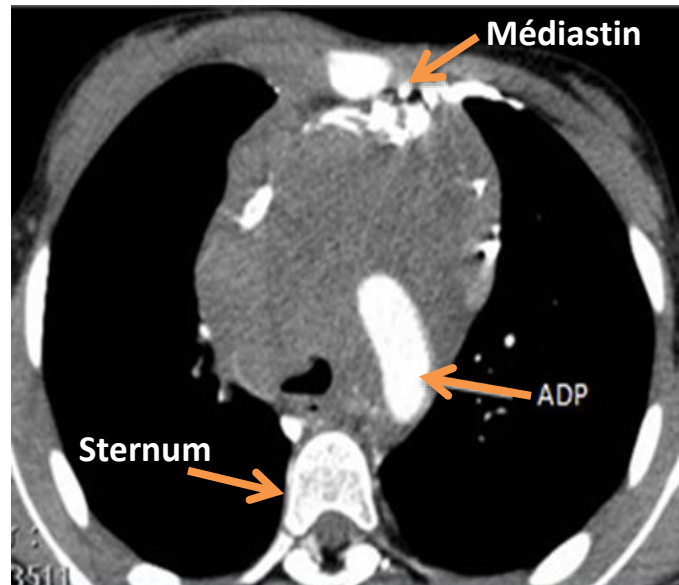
TDM thoracique, LH: Masse du médiastin antérieur et moyen refoulant la veine cave inférieure en avant et entraînant une compression de la face antérieure de la trachée [82].
